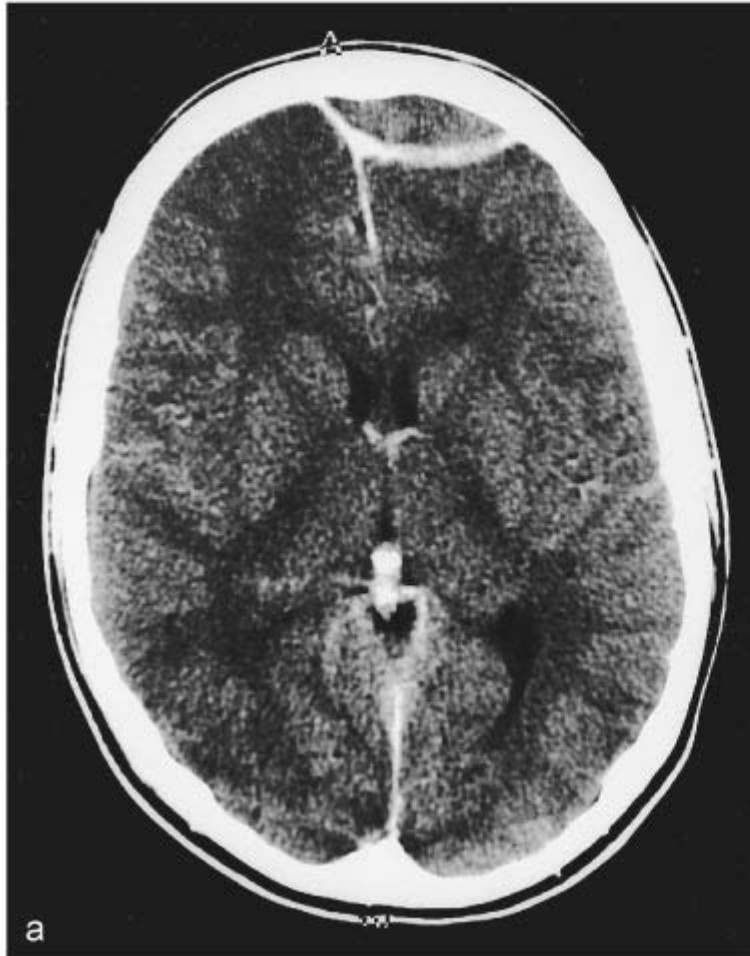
CT-scan na intraveneuze contrasttoediening bij patiënt A. Multipole ringvormig aankleurende abcessen omgeven door oedeem.
